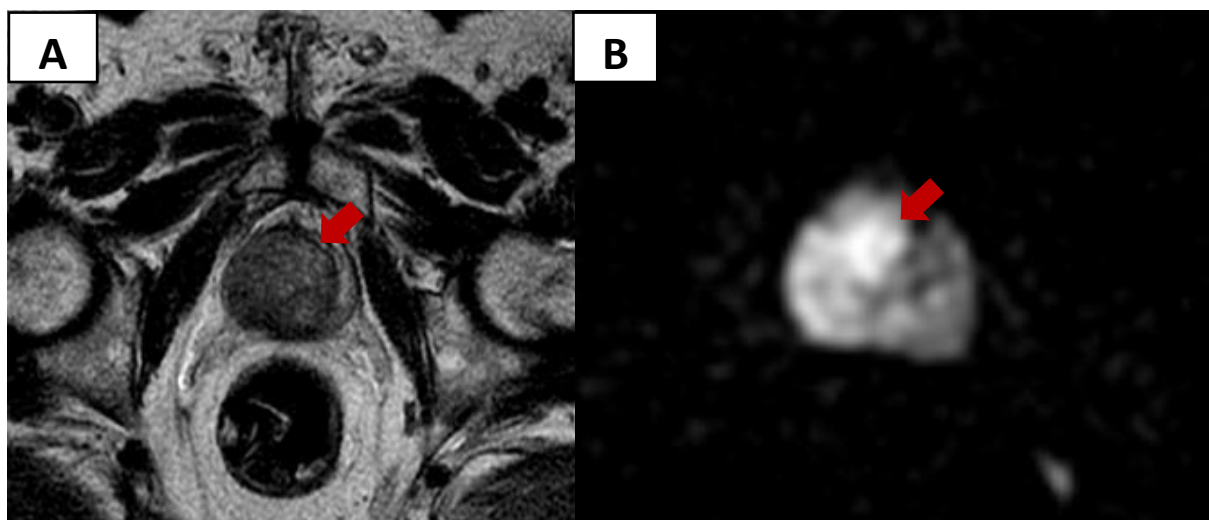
74 ans, connu pour un ADK de la prostate, IRM dans le cadre du bilan d'extension
